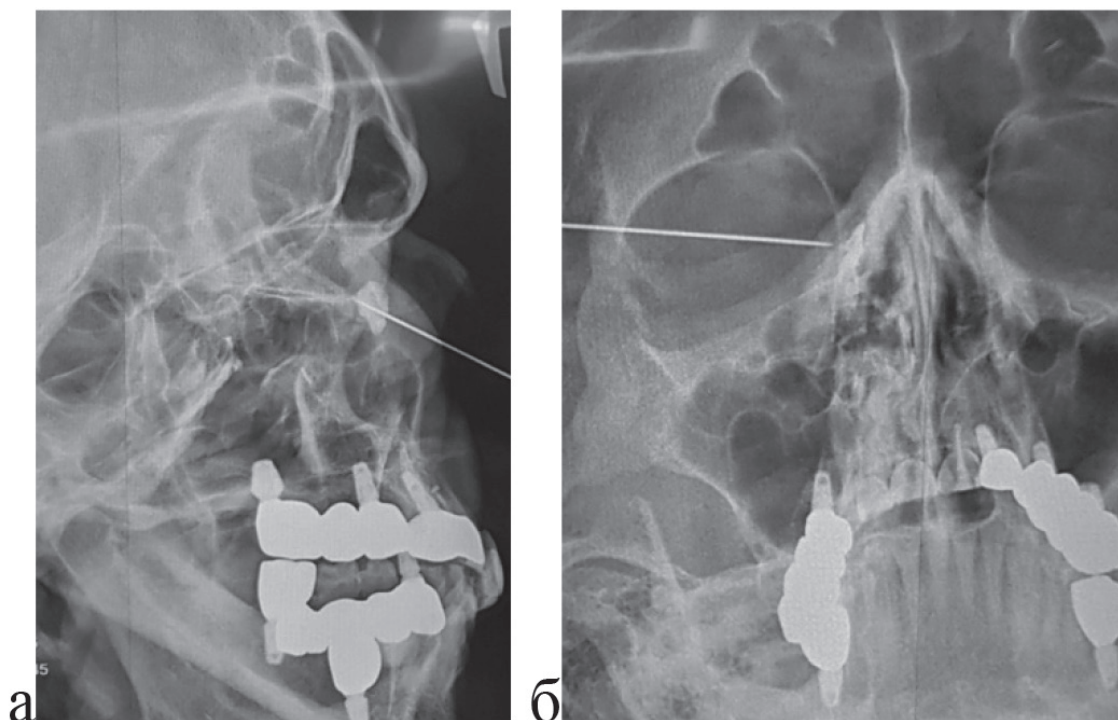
Рентгенография – дакриоцистография в прямой (а) и боковой (б) проекциях. Контрастное вещество заполняет правый слезный мешок (отмечен линией), носослезный канал не контрастируется и непроходим.
